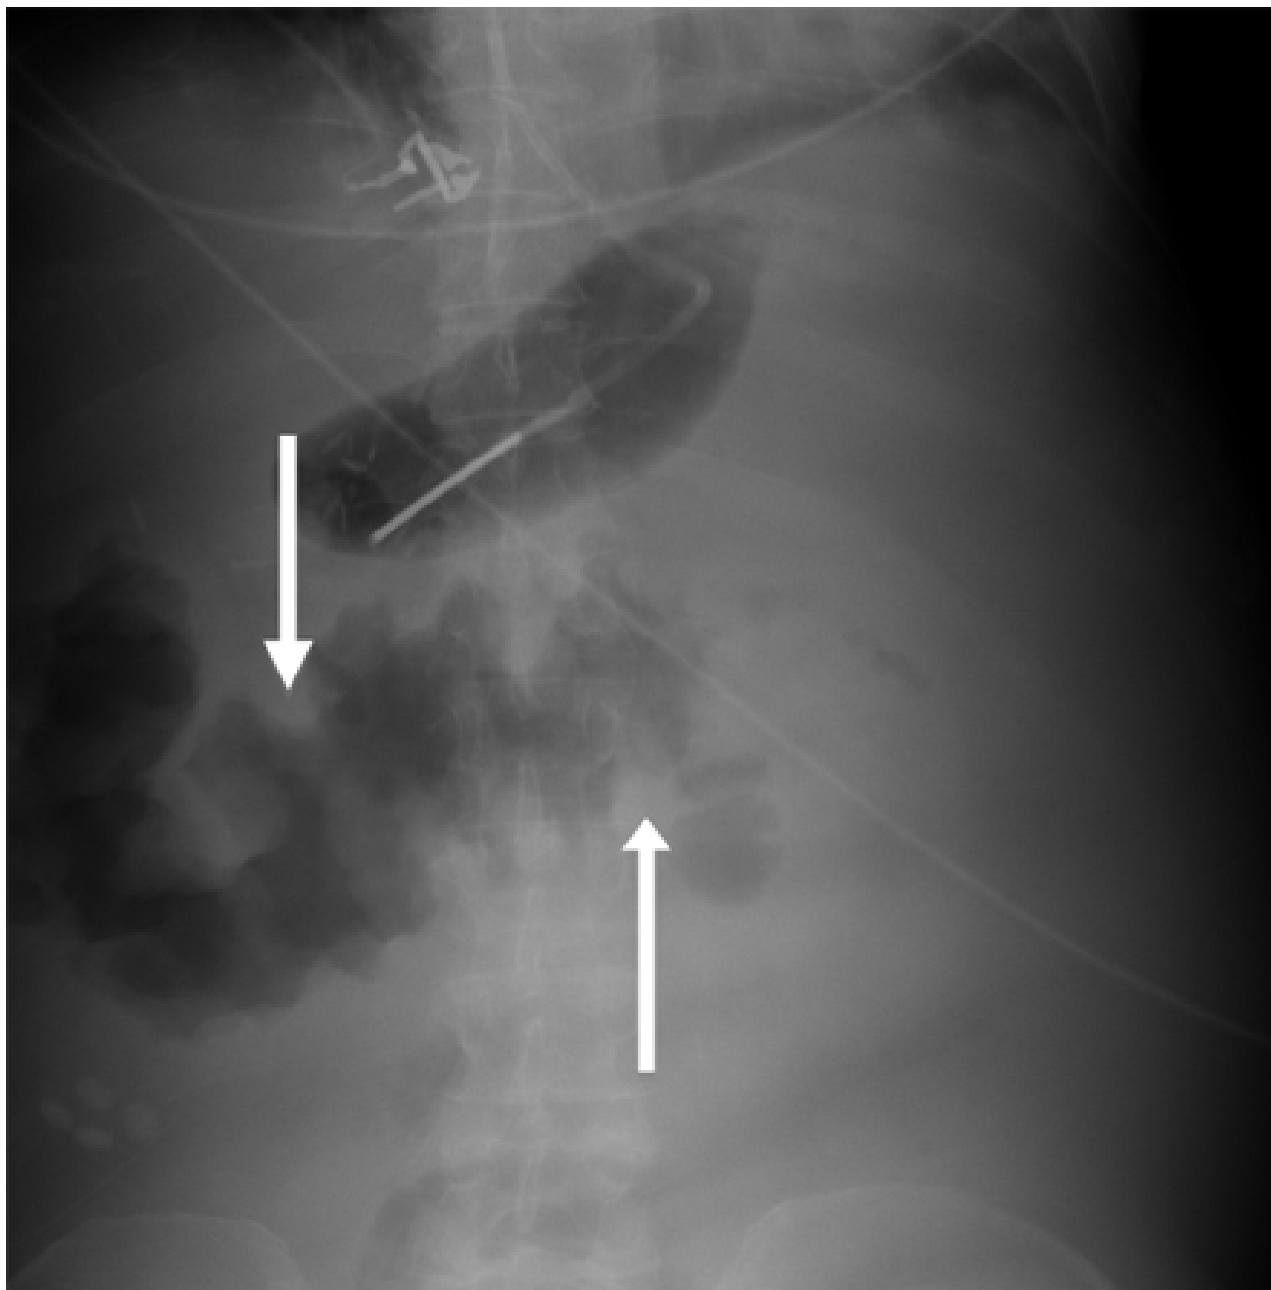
Radiografia abdominal simples: demonstra espessamento acentuado da parede do cólon transversal compatível com o achado do sinal de impressão digital (setas brancas)
